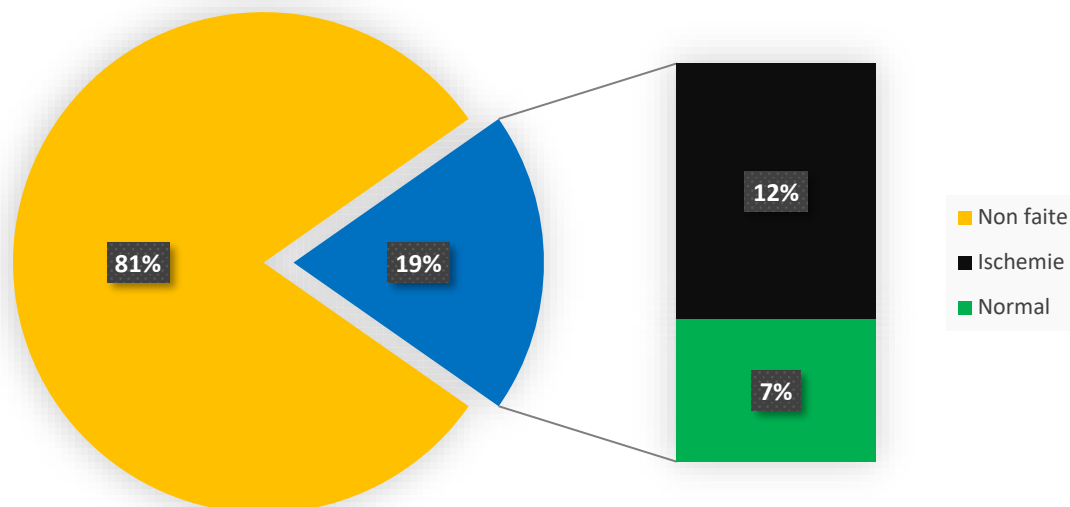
Répartition des patients selon les résultats de la scintigraphie myocardique
